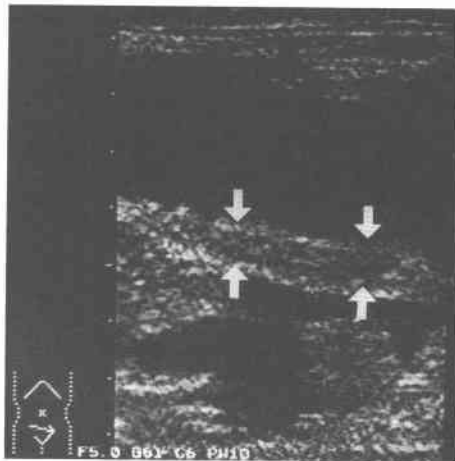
Ultrasonogram of grade 2 (40-year-old man : strangulation obstruction) shows dilated small intestinal loop diameter in 2.8cm containing sediments (arrows) of the debris. Changing of the wall of it is not demonstrated. Ascitic fluid was seen in only rectovesical pouch.
